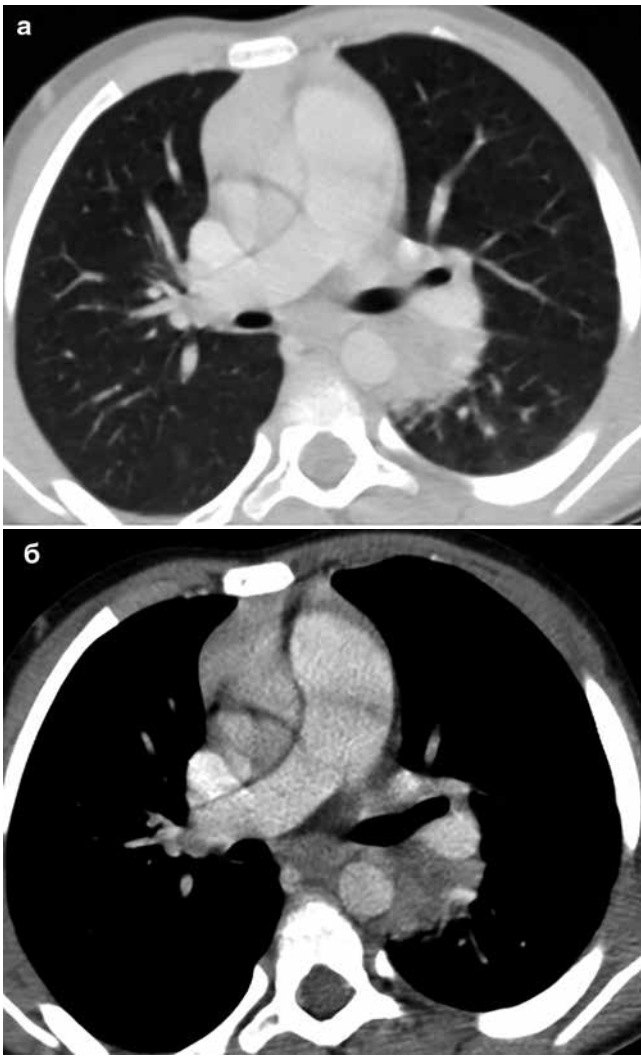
а, б. Пациент К., 7 лет. Сканы КТ ОГК с контрастным усилением (а – легочное окно, б – мягкотканное окно) до начала ХТ
